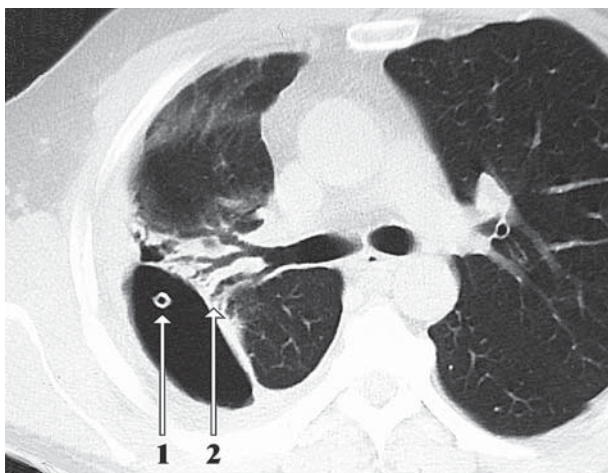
Компьютерна томограма органів грудної клітки: 1 — дренаж в порожнині емпієми справа; 2 — бронхоплевральні свищі, образовані сегментарними бронхами верхньої долі
